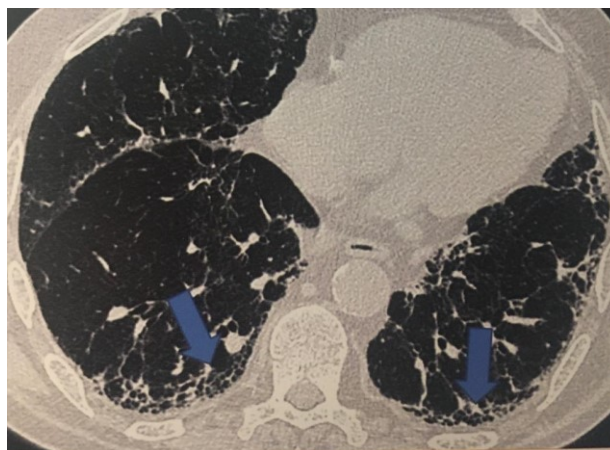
Pattern UIP classico all'HRCT. Presenza di honeycombing (freccia) predominanti alle basi polmonari (71).
